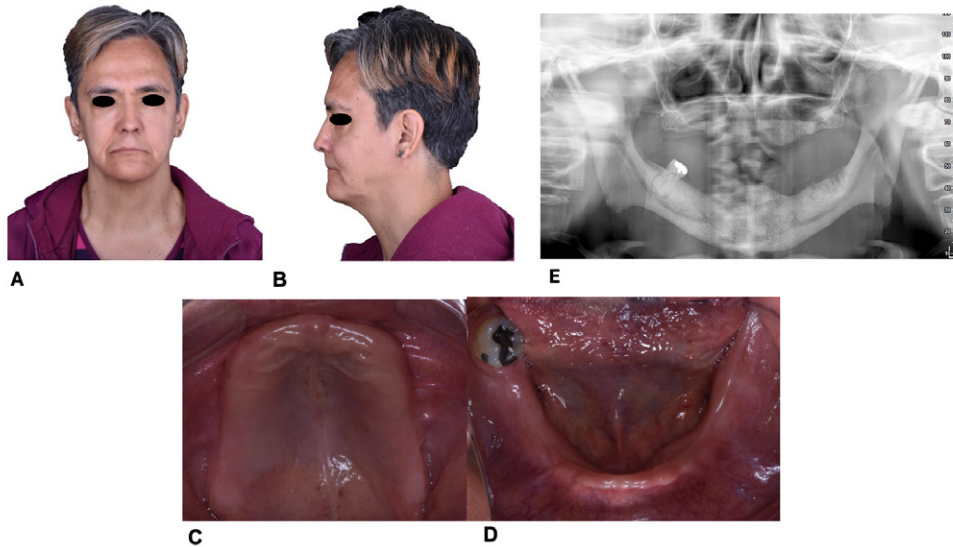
Estado inicial del paciente. A. Fotografía extraoral frontal. B. Fotografía extraoral lateral izquierda. C. Fotografía intraoral oclusal maxilar. D. Fotografía intraoral oclusal mandibular. E. Ortopantomografía inicial.
